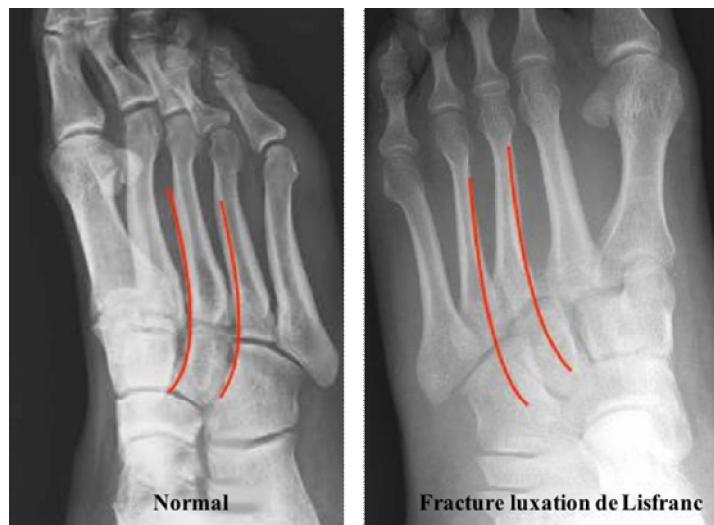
Radiographie standard incidence oblique 3/4 interne: Perte de l'alignement normal de la 2^{ème} et de la 4^{ème} articulation tarsométatarsienne
